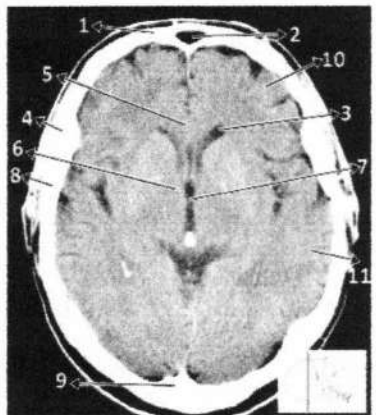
Anatomi Otak Irisan *cross sectional* 5 pada CT (Moeller, 2007)
